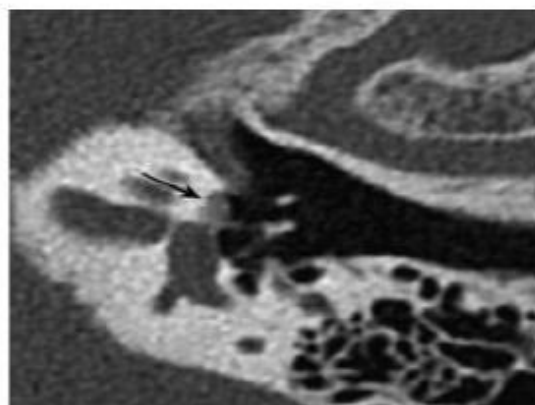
Otospongiose type 2. Coupe TDM double oblique (plan axial stapes) : hypodensité préstapédienne supramillimétrique (flèche) restant à distance de la cochlée.
